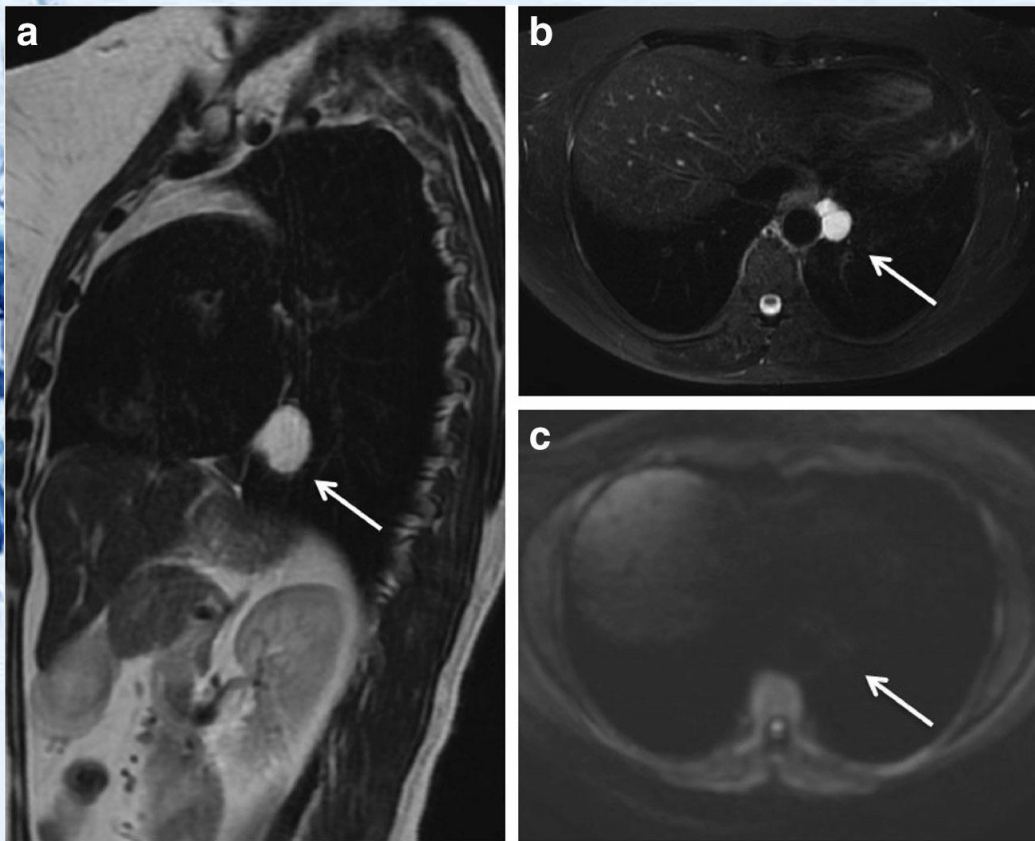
a: MRI矢状位T2WI图像显示与左心房和降主动脉接触的分叶状薄壁病变（箭头所示）。b: MRI轴位脂肪饱和T2加权像显示病变不含脂肪成分（箭头所示）。c: MRI轴向DWI 无扩散的限制（箭头所示）。
